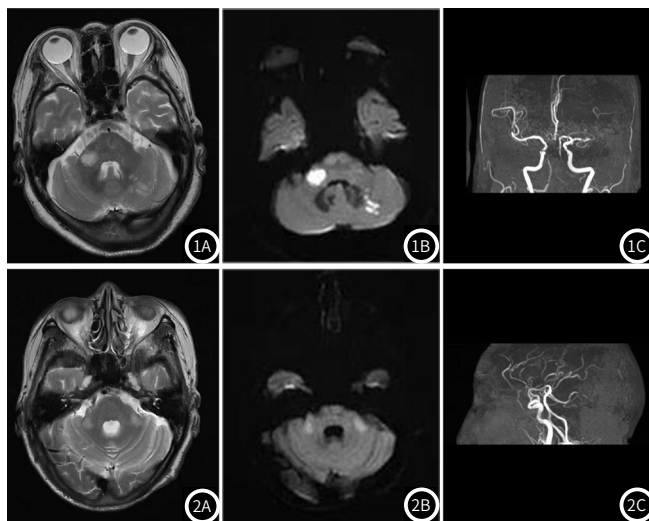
头颅MRI+DWI+MRA扫描示。图1A：右侧桥臂、左侧小脑半球可见T2序列可见明显高信号；图1B：DWI序列可见明显高信号；图1C：MRA序列提示椎基底动脉血流明显减弱。图2 头颅MRI+DWI+MRA扫描示。图2A：双侧桥臂可见T2序列可见明显高信号；图2B：DWI序列可见明显高信号；图2C：MRA序列可见大脑后动脉血流减弱。
